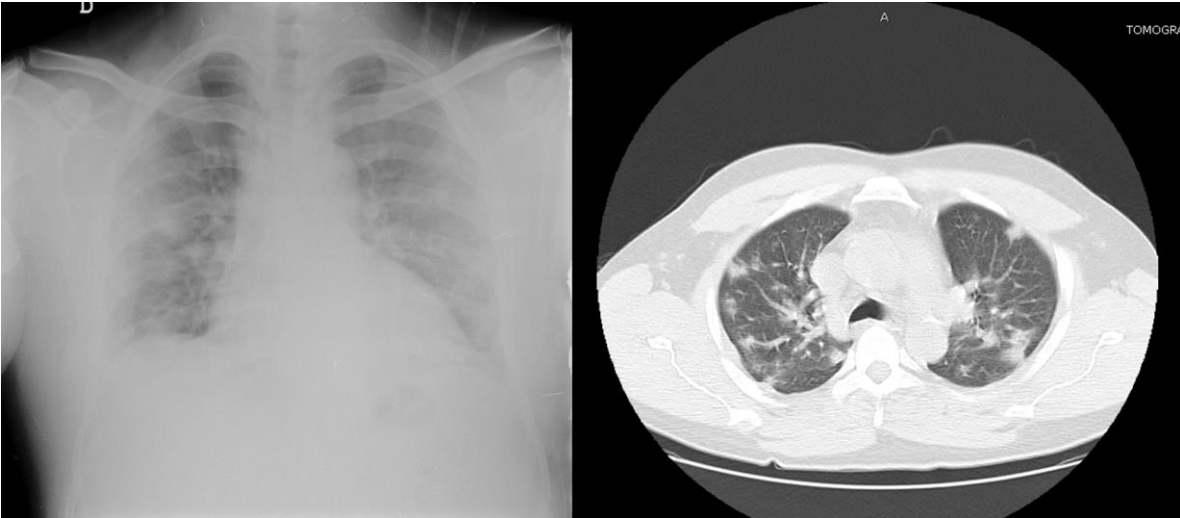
Radiografía y TAC de tórax caso 2.
